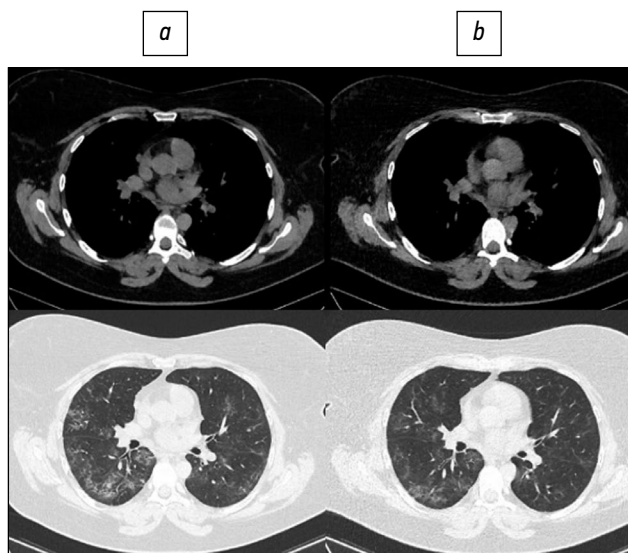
Пациент, 46 лет: стандартная компьютерная томография при поступлении выполнена с лучевой нагрузкой 5,6 мЗв (a), низкодозная компьютерная томография — 1,7 мЗв (b).
